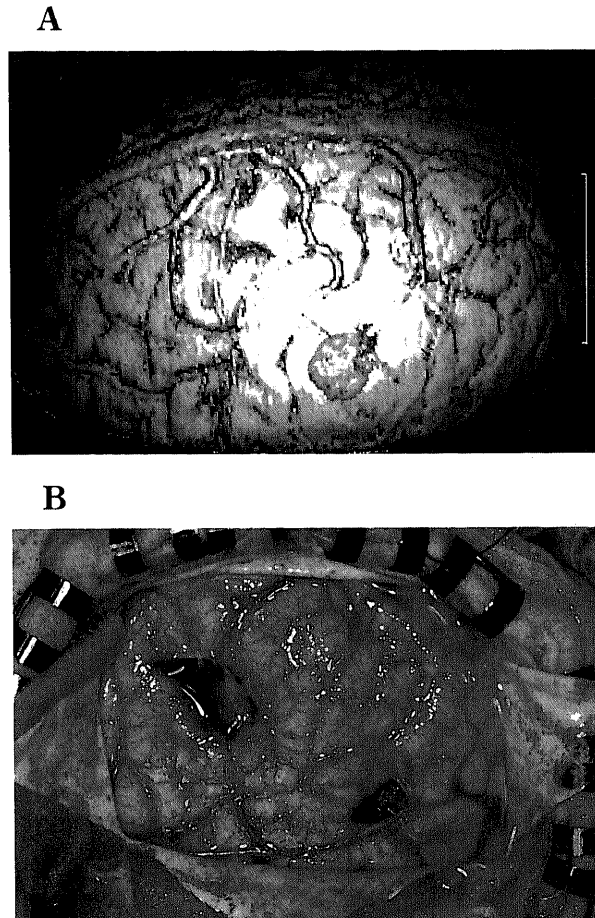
A patient with malignant lymphoma. (A) The tumors were located beneath the postcentral gyrus and supramarginal gyrus (purple). (B) Intraoperative photograph showed that the 3D-MRI correctly displayed the location of the tumors. The tumors were already resected. Bar=5cm.
